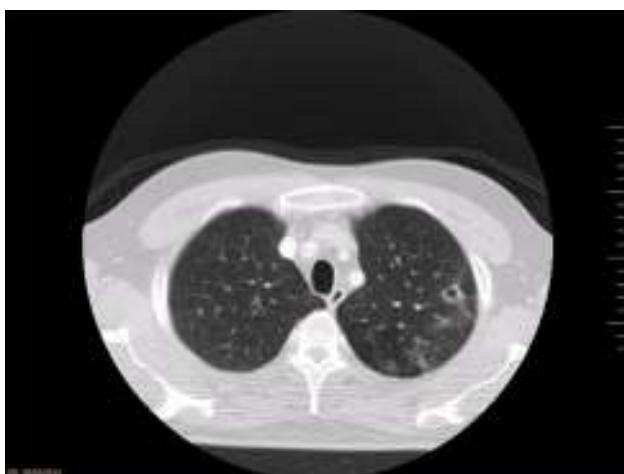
TAC torácica que muestra imagen cavitada de pared gruesa en el lóbulo superior izquierdo.
